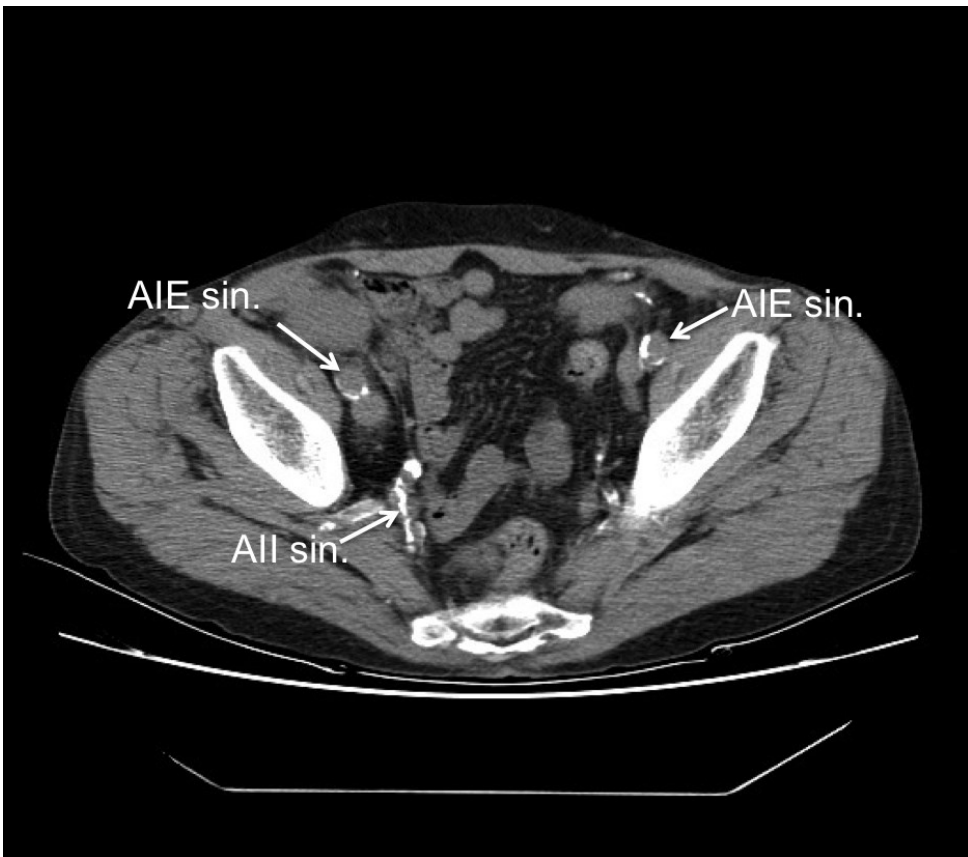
CT-Bild Verkalkungsgrad 2 (27)
